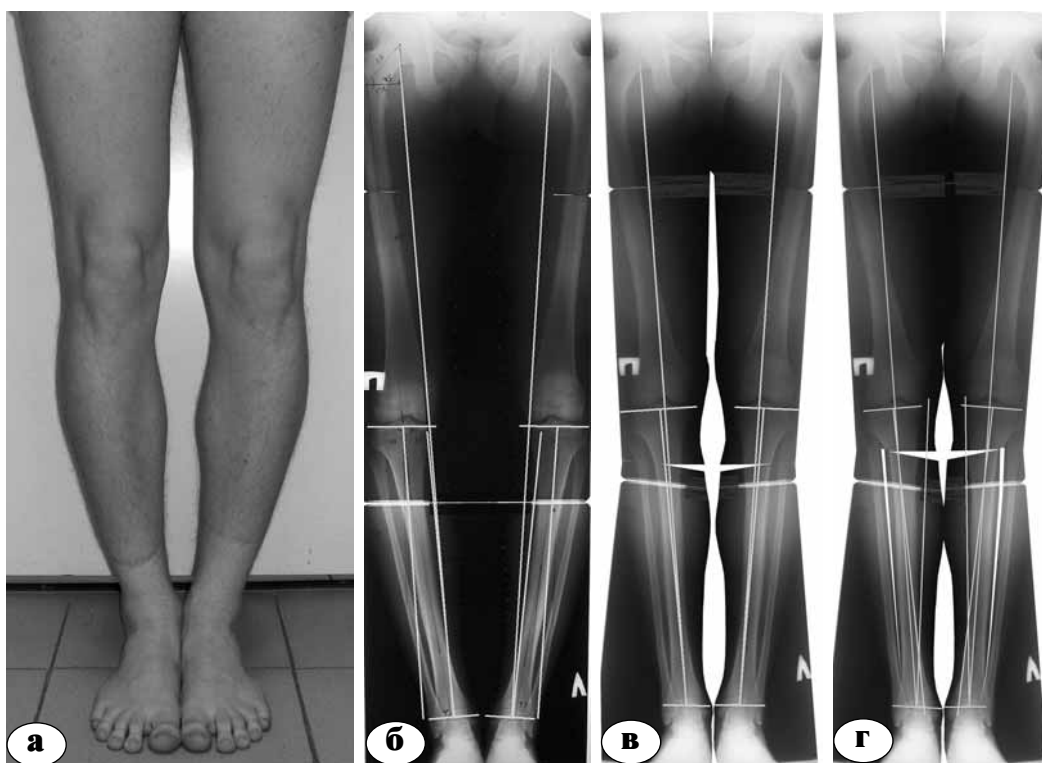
а-г. Фото и телерентгенограммы пациента Т:
